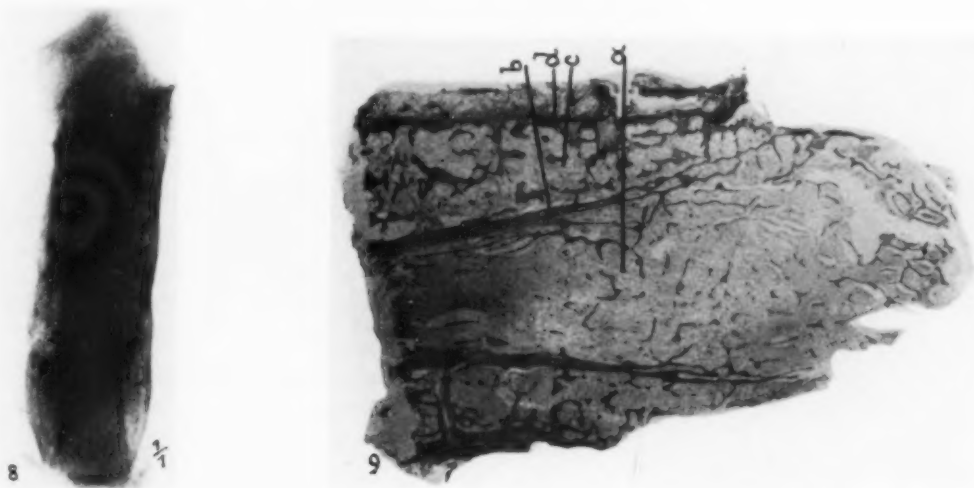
Röntgenbild des aus der Leiche herauspräparierten rechten 5. Metatarsale. Feingestreifte mantelförmige Osteophytschale im Diaphysenbereich.
